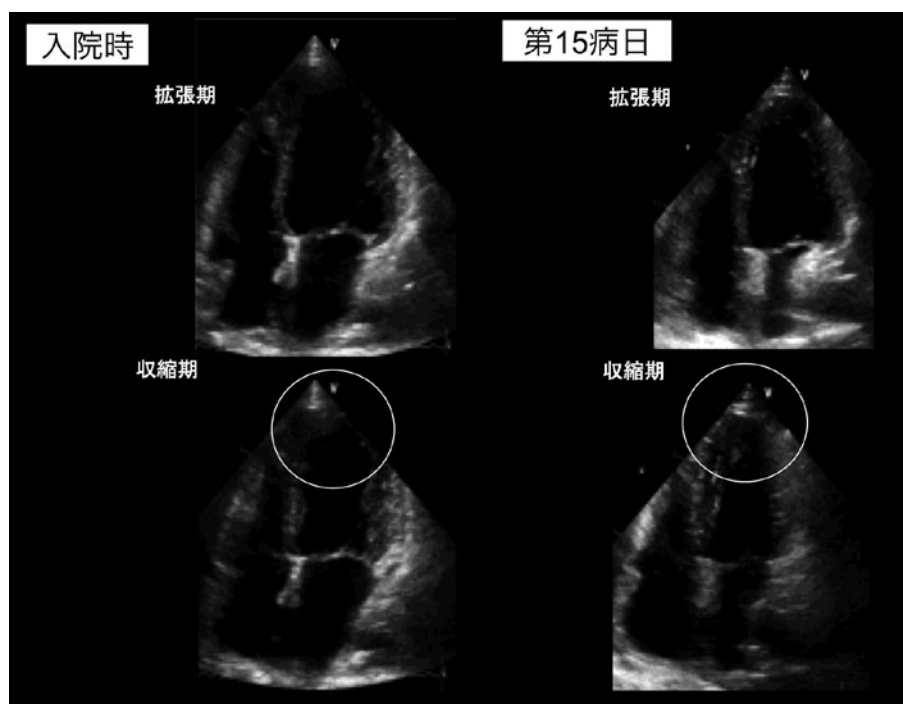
経胸壁心臓超音波検査. 入院時では心尖部に全周性の壁運動低下がみられる. 第15病日では, 心尖部の壁運動は改善している.
